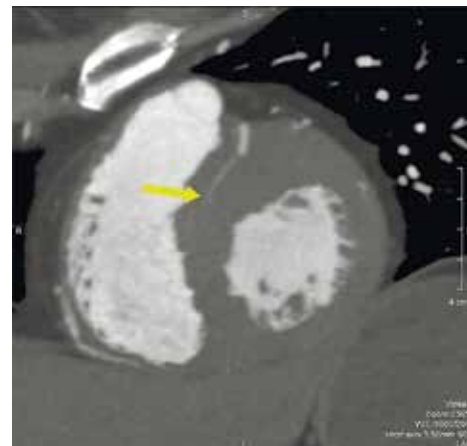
КТ-зображення у двокамерній позиції по короткій осі в пацієнта з асиметричною обструктивною формою ГКМП, де візуалізується повнокровна перша септальна гілка передньої міжшлуночкової гілки лівої коронарної артерії (стрілка)
